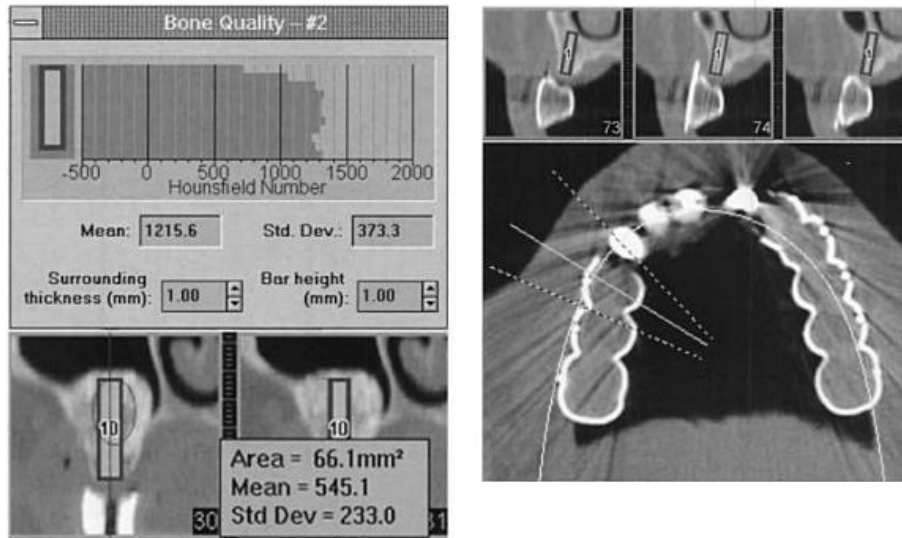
Determinación de la densidad del hueso por medio Tomografía Computarizada.¹
